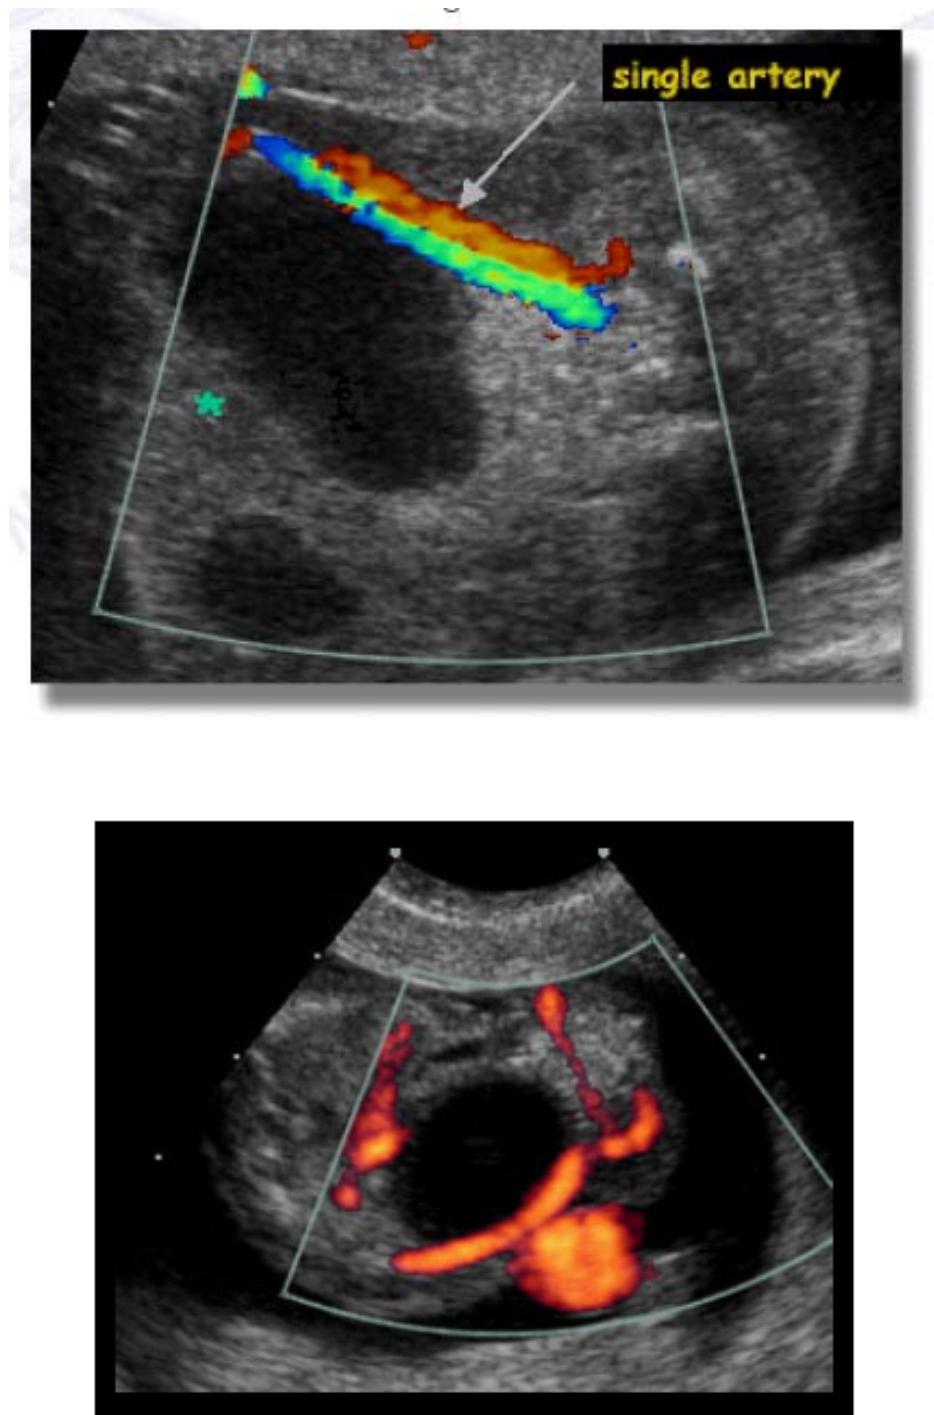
Megacystis in a 12-13 week fetus + color doppler showing single umbilical artery
